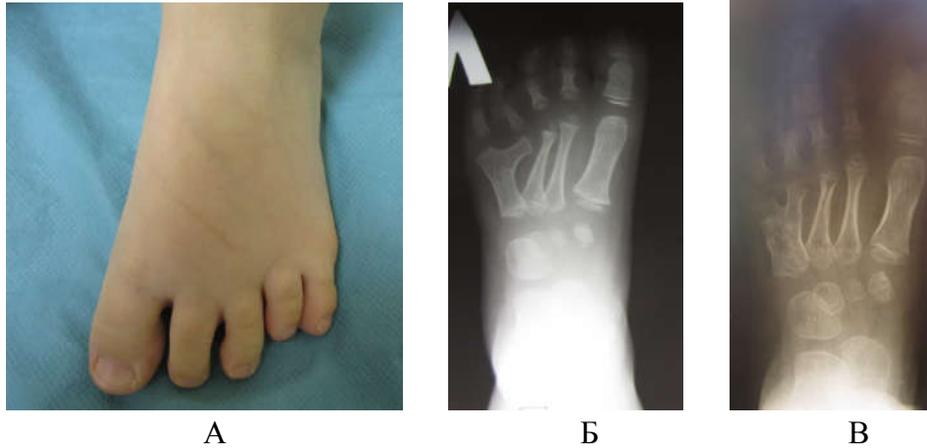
Пациентка П, 4 лет. Диагноз: синостоз 4-5 плюсневых костей. А – фото стопы до операции, Б – рентгенограмма до хирургического лечения В – рентгенограмма после хирургического лечения, восстановлена парабола Лильевра
